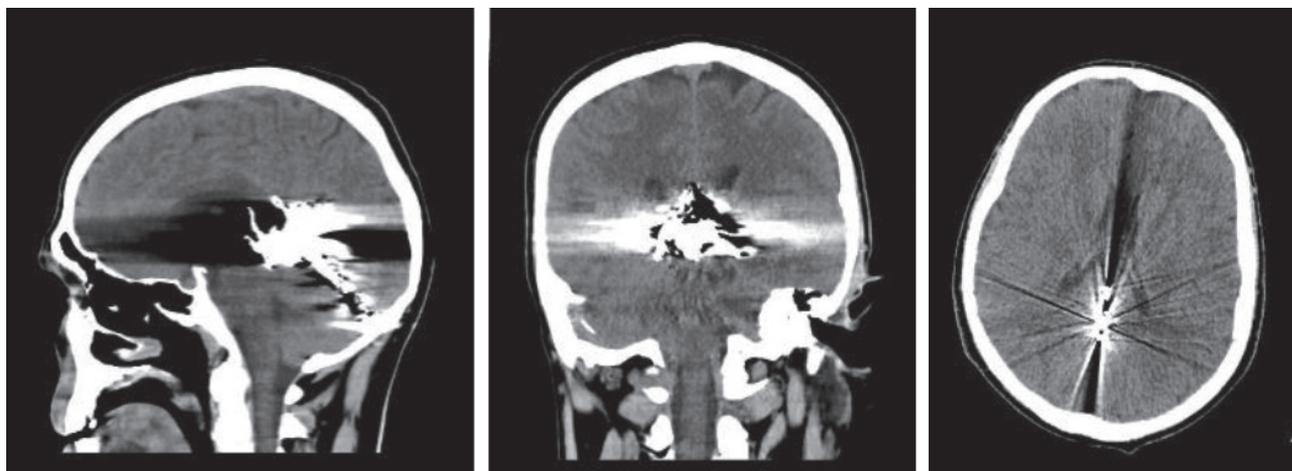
Контрольное компьютерная томография после оперативного лечения. В проекции фалькс-тенториального угла определяются металлической плотности артефакты от эмболизирующего вещества
